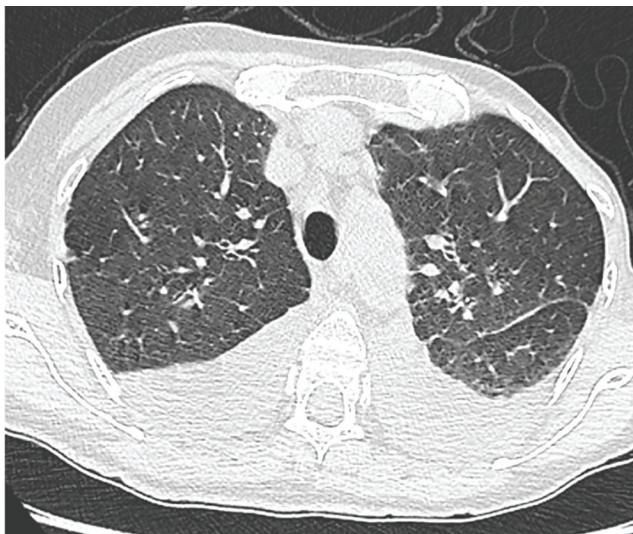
КТ ОГК больной С., аксиальные реконструкции в легочном окне.
